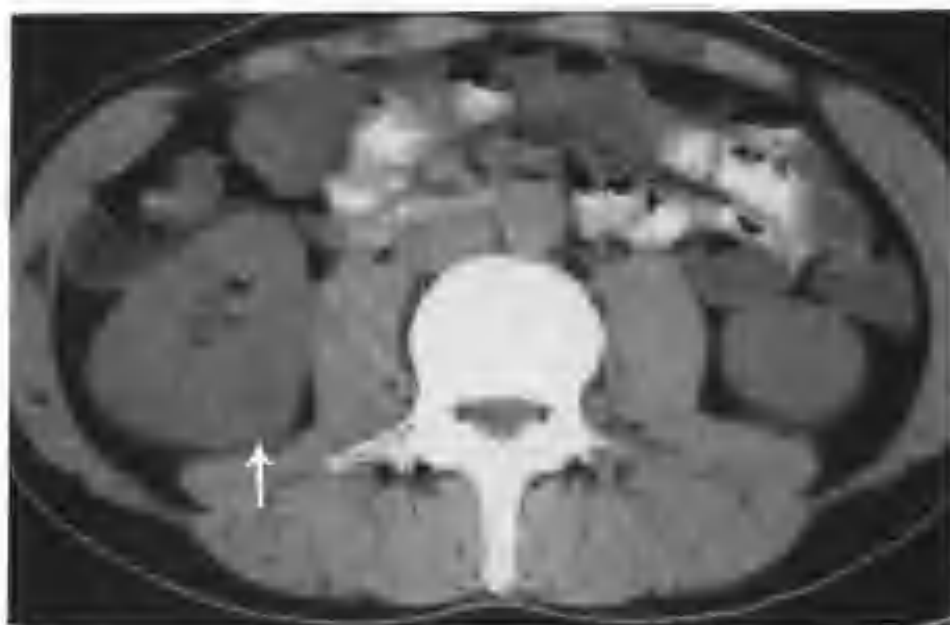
右肾透明细胞癌，CT 见右肾门后方有一小类圆形病灶，大小 $2.5\text{cm} \times 3\text{cm} \times 3\text{cm}$ ，平扫密度较正常肾实质稍低且均匀，CT 值 33HU，边界光滑清楚，轻度凸出肾轮廓外（箭头）
